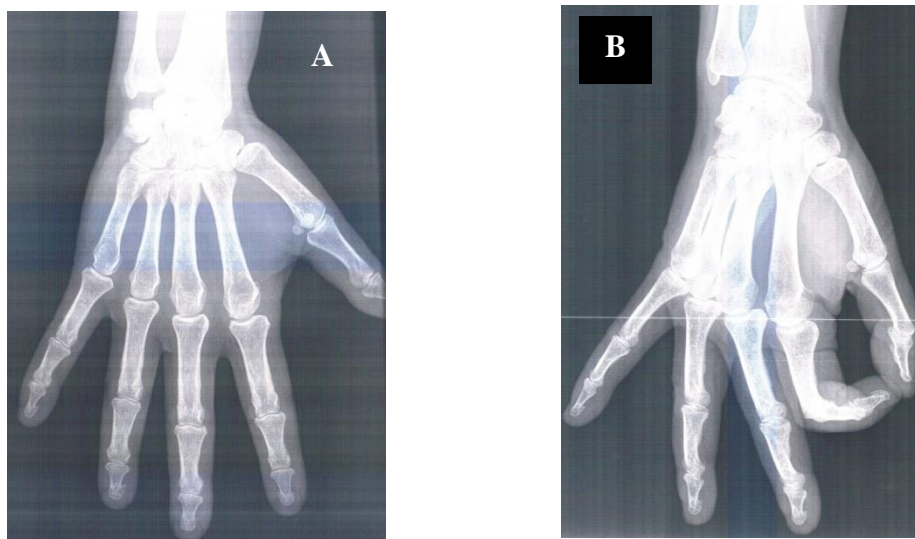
Radiographie de la main et du poignet d'une patiente âgée de 56 ans et ne présentant aucune lésion osseuse
